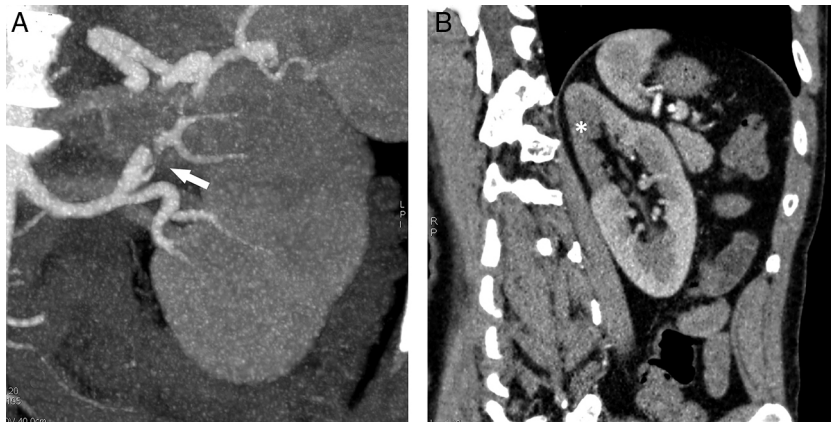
Angio-TC. A) Reformato coronal MIP que muestra una imagen lineal hipodensa intraluminal compatible con *flap intimal* (flecha). B) Parénquima infartado en la cara medial del tercio superior del riñón izquierdo (asterisco) que se irriga por una rama segmentaria de la arteria disecada.
